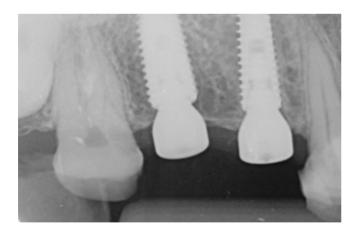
Рентгеновский снимок сразу после операции.
